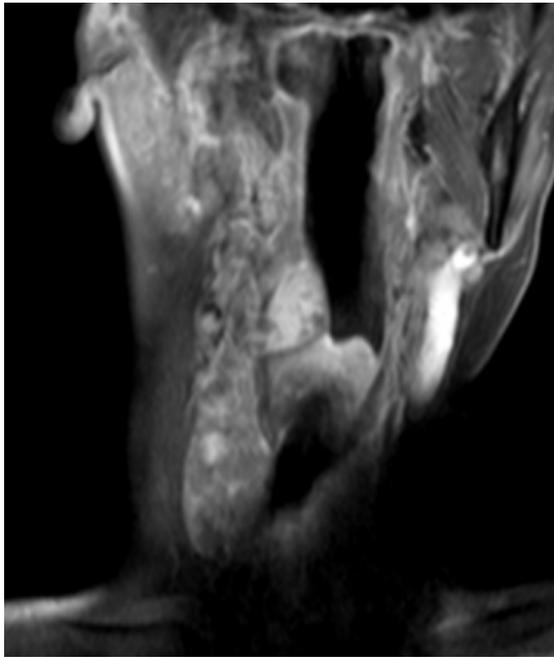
RM cervical (corte coronal, secuencia T1) donde se observa una tumoración submucosa hipofaríngea derecha adyacente al polo superior del lóbulo tiroideo derecho.
